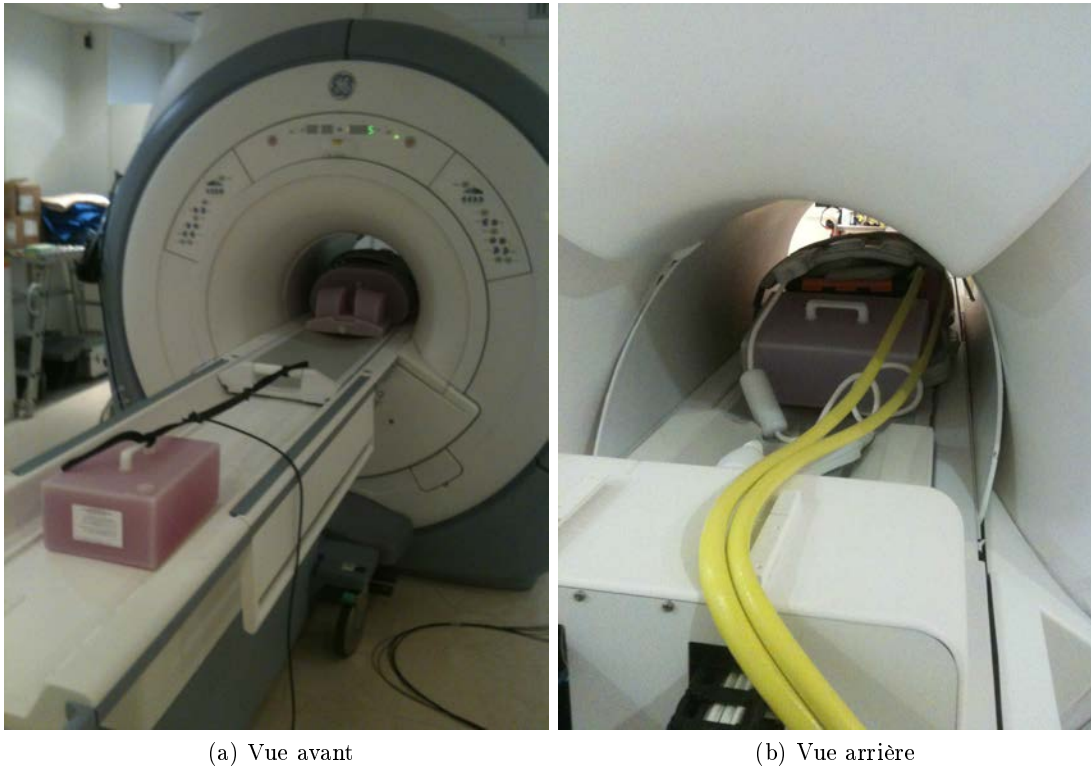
Installation du fantôme de flux dans le tunnel de l'IRM. La vue avant (à gauche) montre le système de mesure de déplacement de la table à l'aide d'une ceinture respiratoire (translation le long de l'axe du tunnel / rostro-caudal). La vue arrière montre l'orientation du fantôme (flux dans la direction droite-gauche) et le passage des tuyaux d'arrosage dans le tunnel pour alimenter le fantôme.
